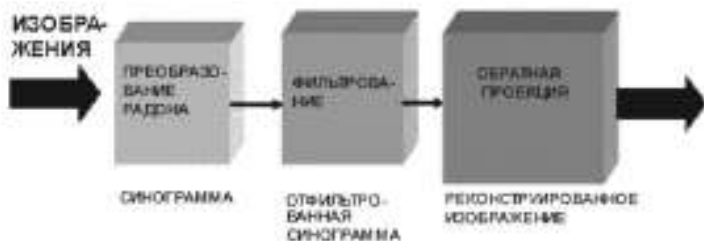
Основные этапы вычислительной обработки томограмм.
